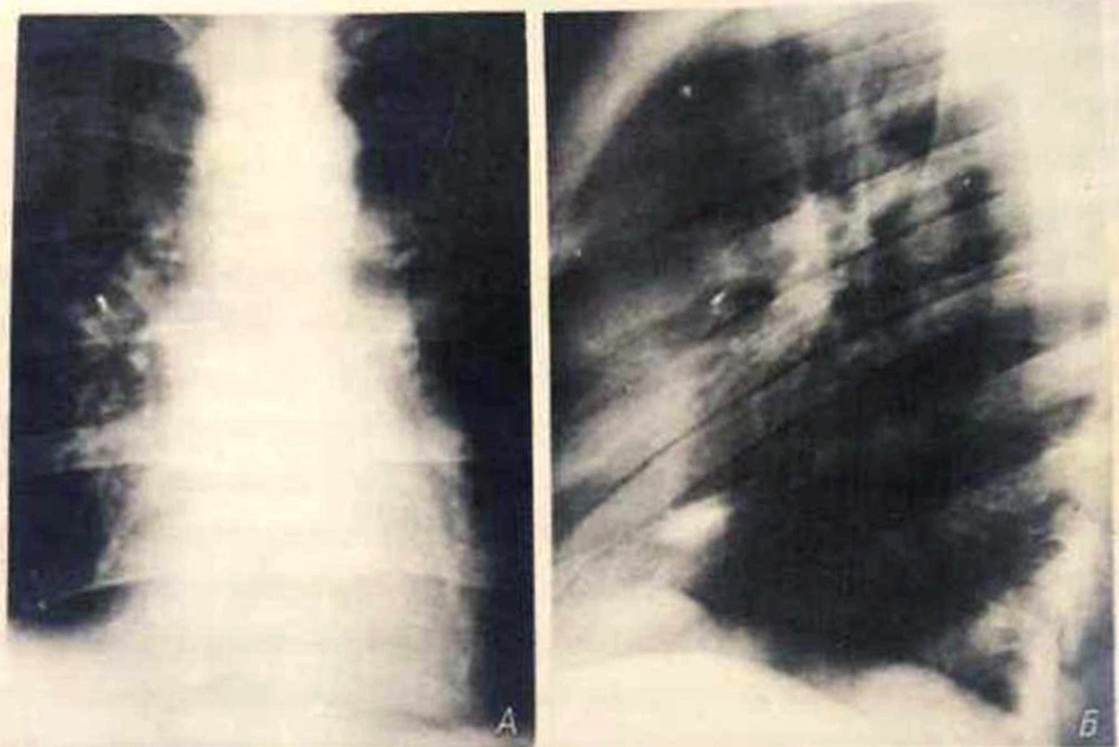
Рентгенограммы больного К., 19 лет. Пуля в сердце
